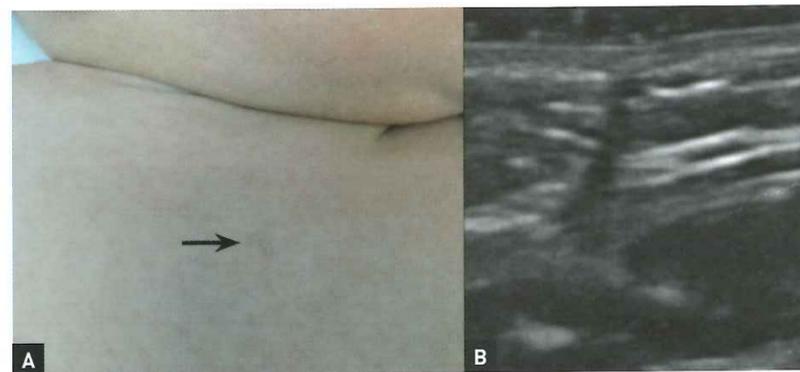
Imagen clínica y ecográfica de lesiones preauriculares. A y B. Seno preauricular. A. Hoyuelo o pit preauricular. B. Tracto hipoeicoico avascular que se extiende desde la dermis hasta el cartílago. C y D. Apéndice preauricular. C. Lesión pediculada preauricular. D. Tumoración bien delimitada, hipoeicoica, con áreas anecoicas en el interior y avascular (MyLab25Gold, Esaote [A y B] y eLogic, General Electric [C y D], modo Doppler color).
